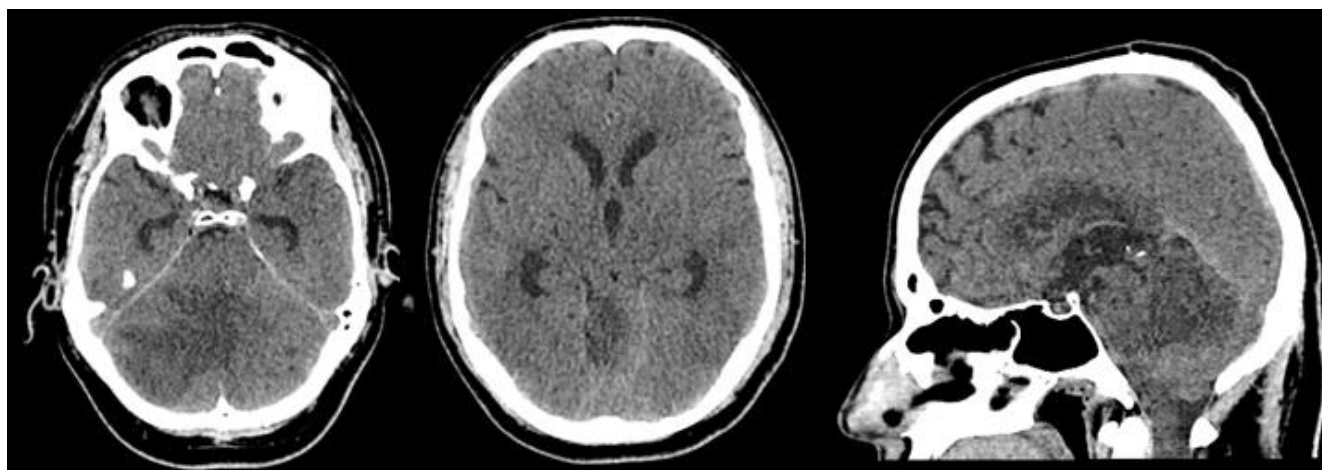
Пример использования шкалы оценки масс-эффекта М. Jauss. Компьютерные томограммы головного мозга пациента Е., 29 лет, со злокачественным инфарктом мозжечка, 1 сутки от начала заболевания. ШКГ 14 баллов. Объем ишемии 76 см³. Облитерация четверохолмной цистерны и IV желудочка, нижние рога боковых желудочков минимально расширены. Масс-эффект 7 баллов по шкале М. Jauss. На сагиттальном изображении видна прямая компрессия ствола головного мозга
